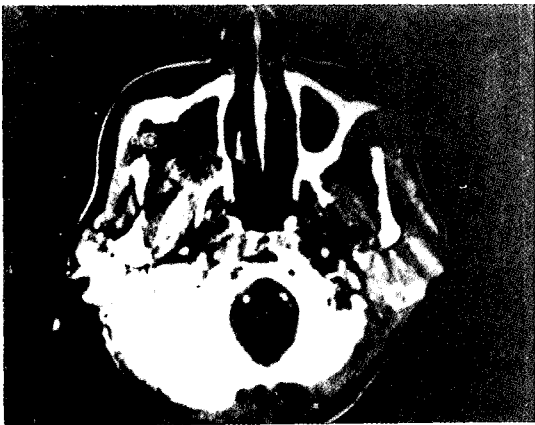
Computed tomogram of epidermoid carcinoma shows destruction of lateral wall of maxillary sinus and soft tissue image tumor.
